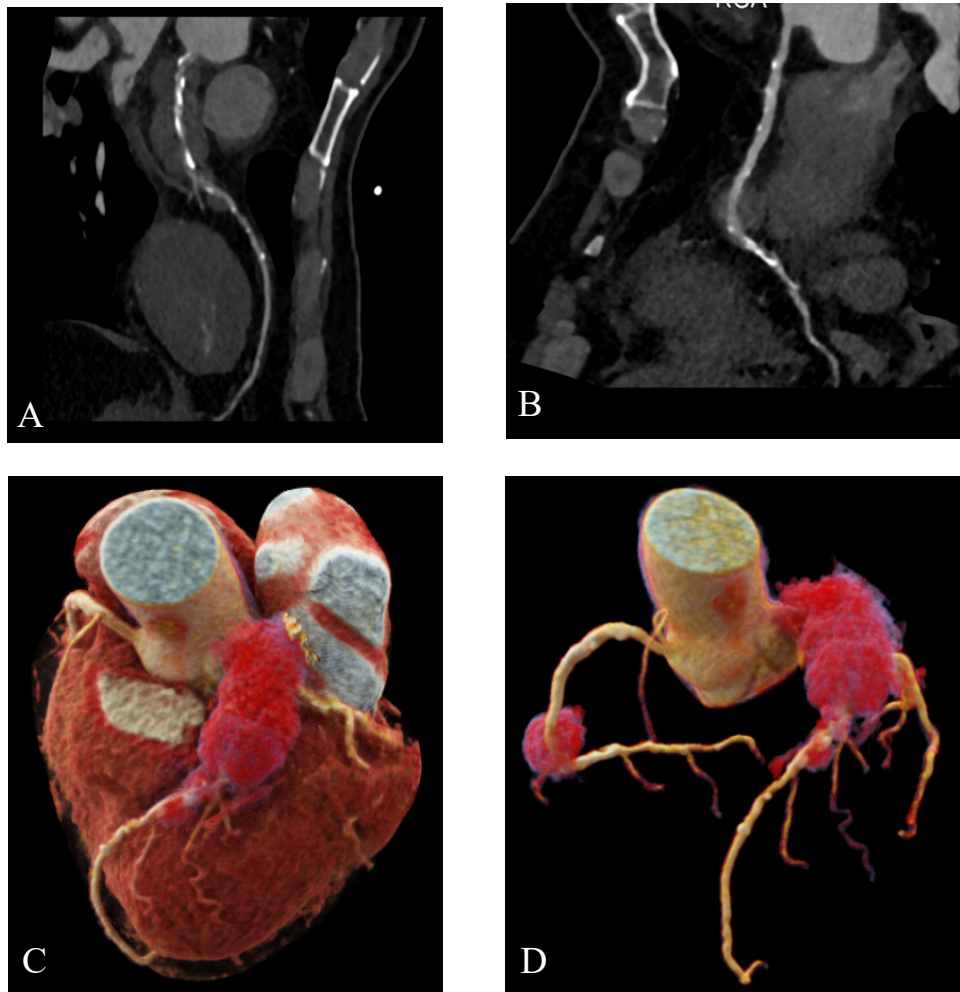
一例IgG4-RD冠状动脉炎患者冠状动脉CT成像^[24]
